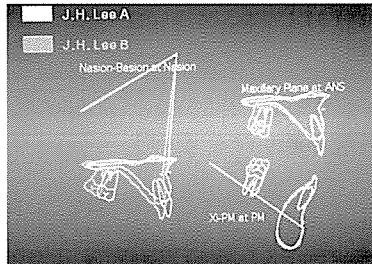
치료전, 후 측면두부방사선사진 중첩
